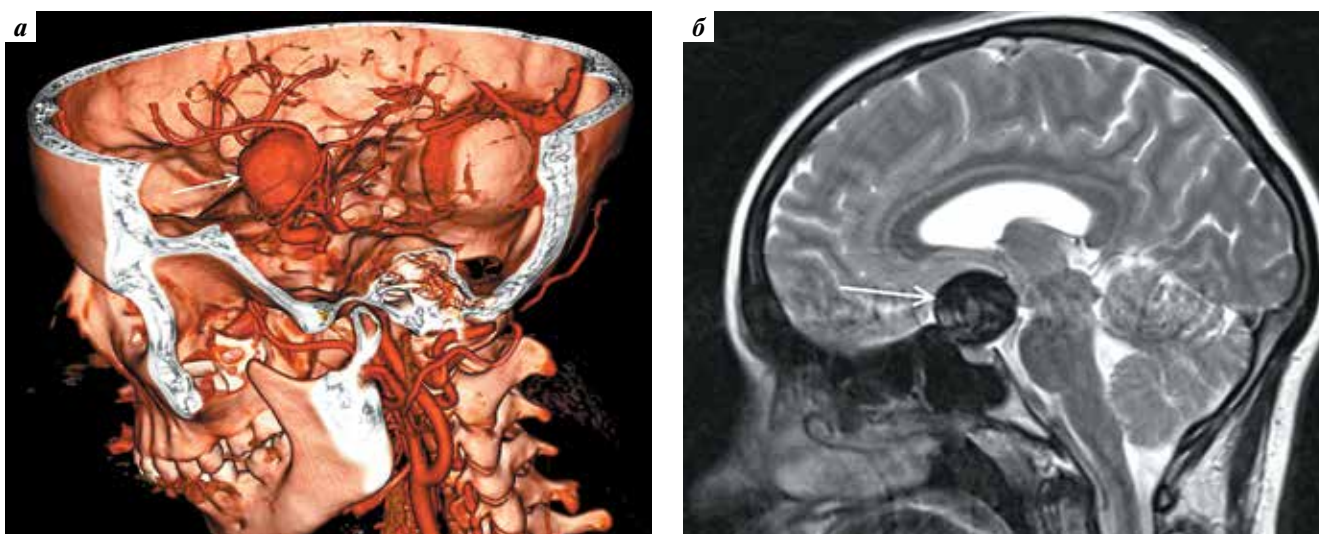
Нейровизуализационное обследование пациентки С. с гигантской фузиформной аневризмой супраклиноидного отдела левой внутренней сонной артерии: а – мультиспиральная компьютерная томография (аневризма указана стрелкой); б – магнитно-резонансная томография головного мозга, последовательность Т2 (аневризма указана стрелкой)
